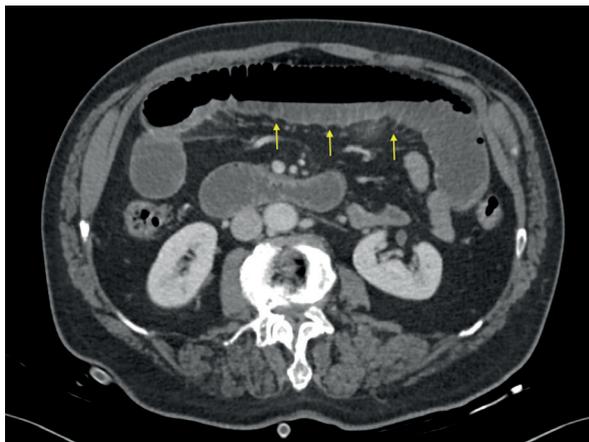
TC de abdomen y pelvis con cortes mas inferiores, donde se observa dilatación de asas de yeyuno (flechas), sin embargo, el colon se muestra colapsado, con escasa distensión
